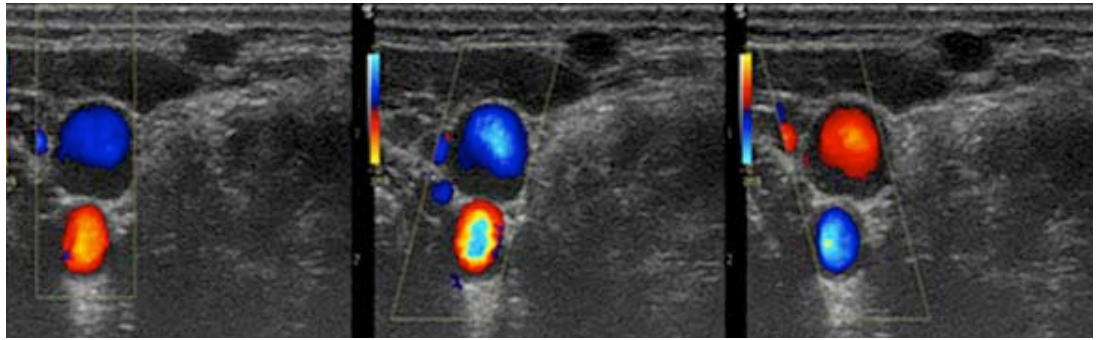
Doppler color de la arteria carótica y la vena yugular interna con distintos ángulos de incidencia del US.
